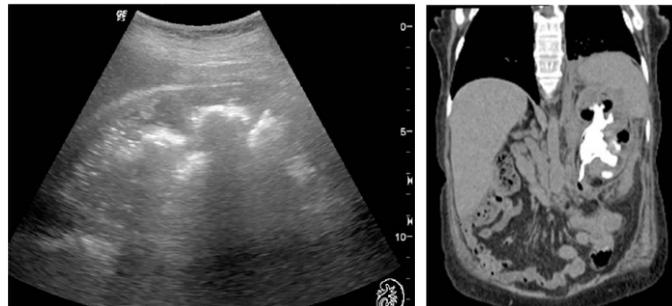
Ultrasonido renal izquierdo con cambios crónicos y la presencia de lito coraliforme con sombra acústica.
